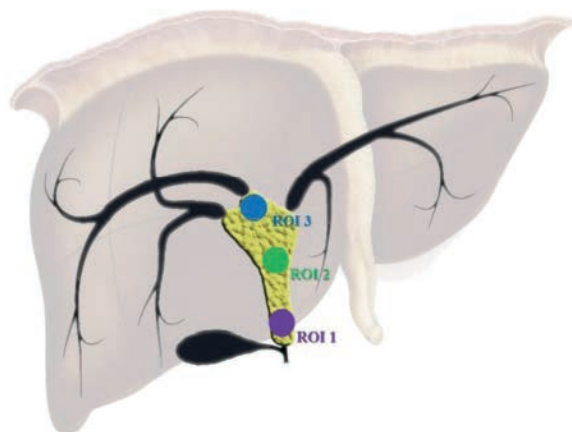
Участки измерения (region of interest, ROI) количественных показателей при МРТ
